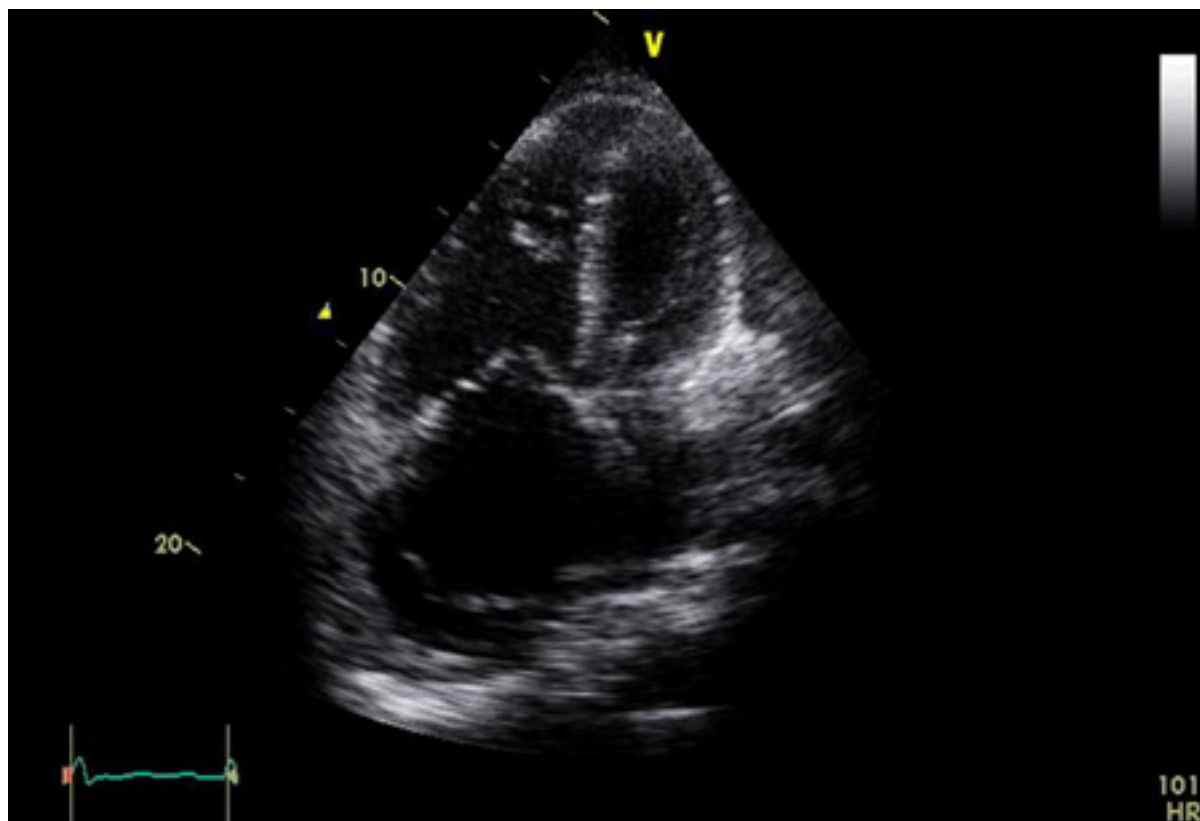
Ecocardiografia transtorácica: vista apical de 4 câmaras mostrando uma dilatação significativa do átrio direito e do ventrículo direito
